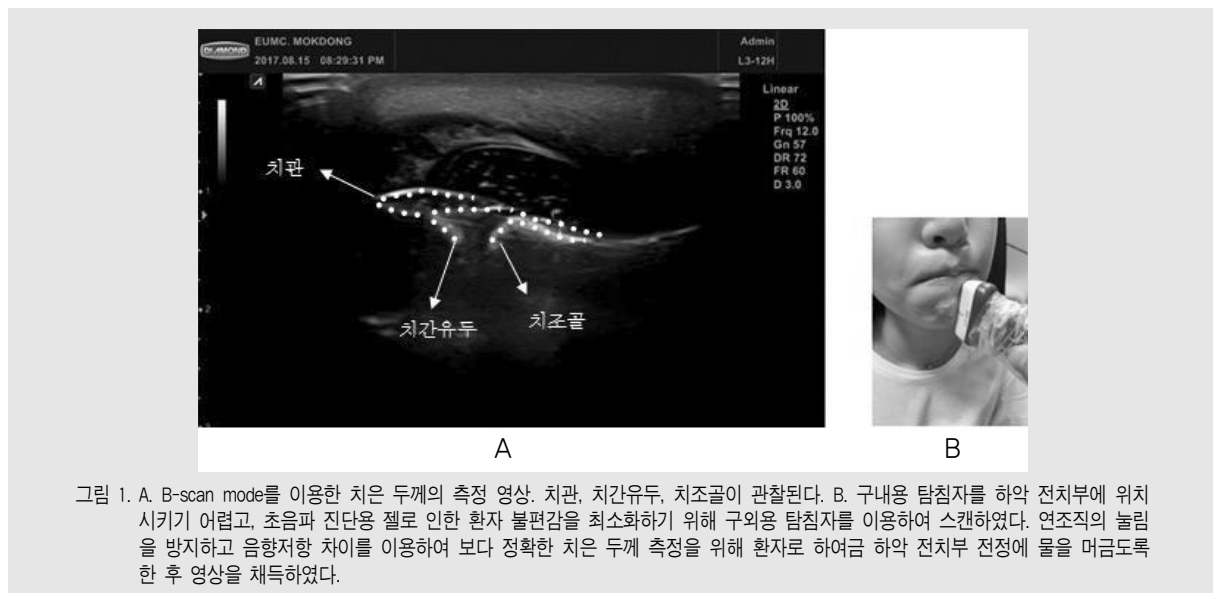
A. B-scan mode를 이용한 치은 두께의 측정 영상. 치관, 치간유두, 치조골이 관찰된다. B. 구내용 탐침자를 하악 전치부에 위치시키기 어렵고, 초음파 진단용 젤로 인한 환자 불편감을 최소화하기 위해 구외용 탐침자를 이용하여 스캔하였다. 연조직의 눌림을 방지하고 음향저항 차이를 이용하여 보다 정확한 치은 두께 측정을 위해 환자로 하여금 하악 전치부 전정에 물을 머금도록 한 후 영상을 채득하였다.
